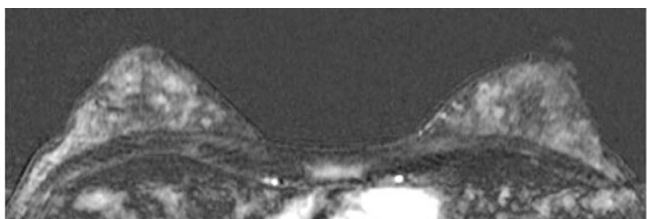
A 34-year-old women with left breast cancer who underwent a preoperative breast MRI during the third week of her menstrual cycle. The first subtraction axial image shows marked background parenchymal enhancement at her right breast.
